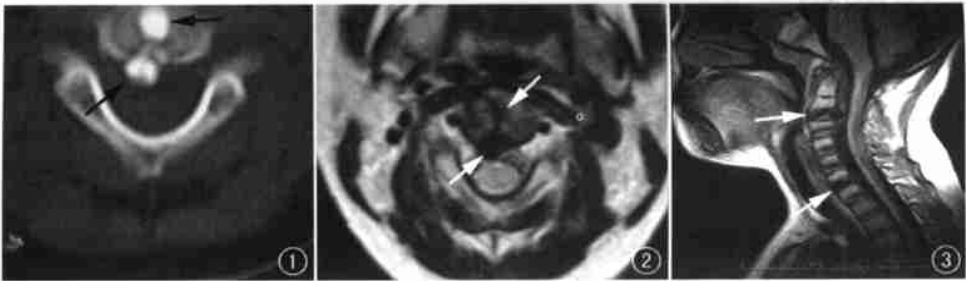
CT 示 C₂₋₃ 椎间盘结节状钙化灶突入椎管内, 呈哑铃状(箭)。图 2 MRI 轴位 T₂WI 示 C₂₋₃ 椎间盘钙化髓核突破纤维环, 呈哑铃状(箭), 相应蛛网膜下腔变窄。对应颈髓未见异常。图 3 MRI 矢状面 T₁WI C₂₋₃、C₆₋₇ 椎间隙增宽(箭), 椎间盘呈结节状、盘状低信号, C₂₋₃ 椎间盘后突。
